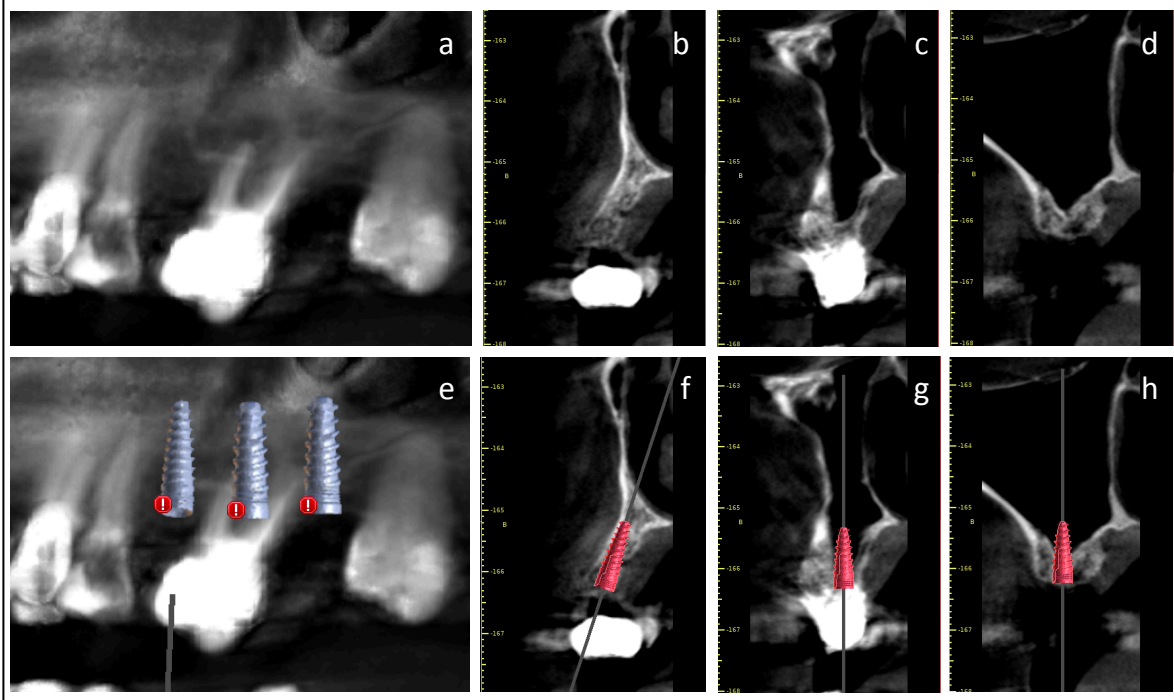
Cone beam maxilar inicial y planificación quirúrgica. Las imágenes muestran el molar 2.6 extruido y mesio inclinado con mal pronóstico protésico por lo que se indica su exodoncia. Se puede observar que el tejido óseo remanente presenta altura mínima 3.5mm en 2.6 y 3mm en 2.7 y un gran ancho VP de 11mm 2.6 y 12.5 mm en 2.7.
